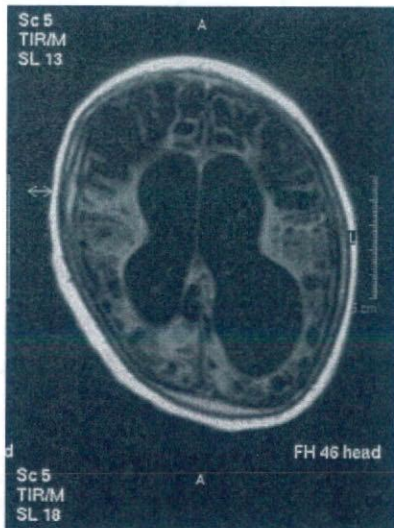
1 歳 6 ヶ月 2008. 2. 14 MRI
